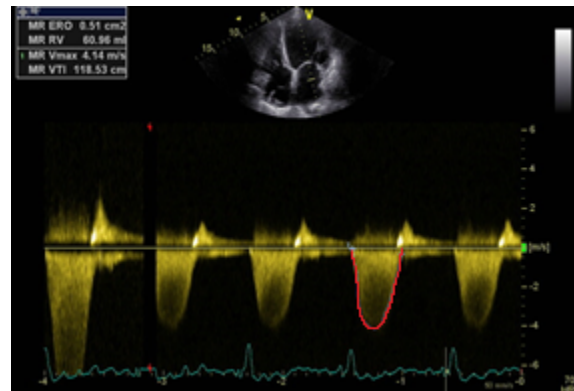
CW Doppler der MI im 4-Kammerblick zur Ermittlung der EROA und dem daraus folgendem REV
